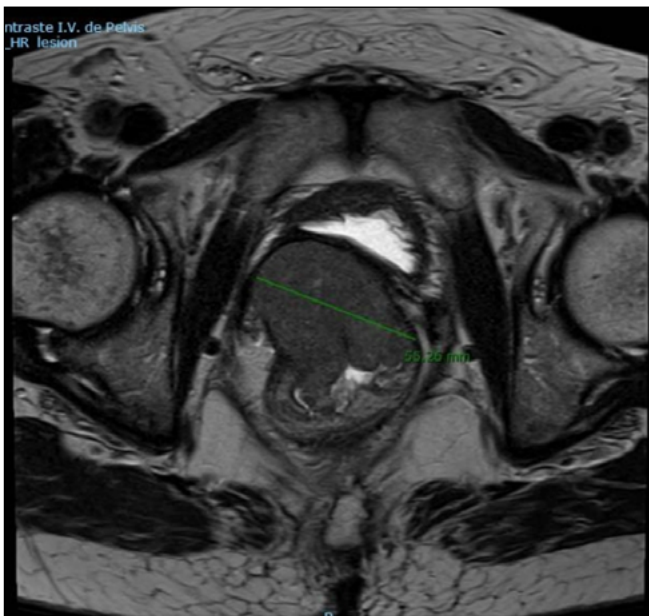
RMN pelvis con contraste intravenoso, corte axial. Tumoración rectal sólida ulcerada con abombamiento de pared vesical posterior.
